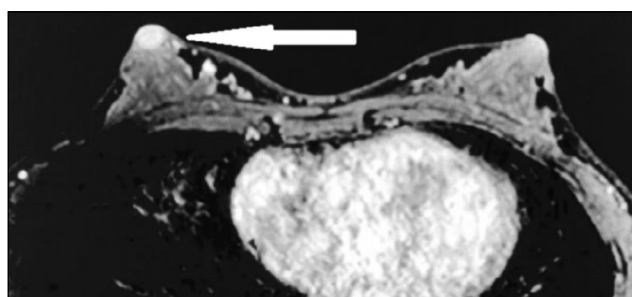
Аденома соска на магнитно-резонансной томографии (ранняя постконтрастная серия): образование правого соска, гомогенно накапливающее контрастный препарат (стрелка).
